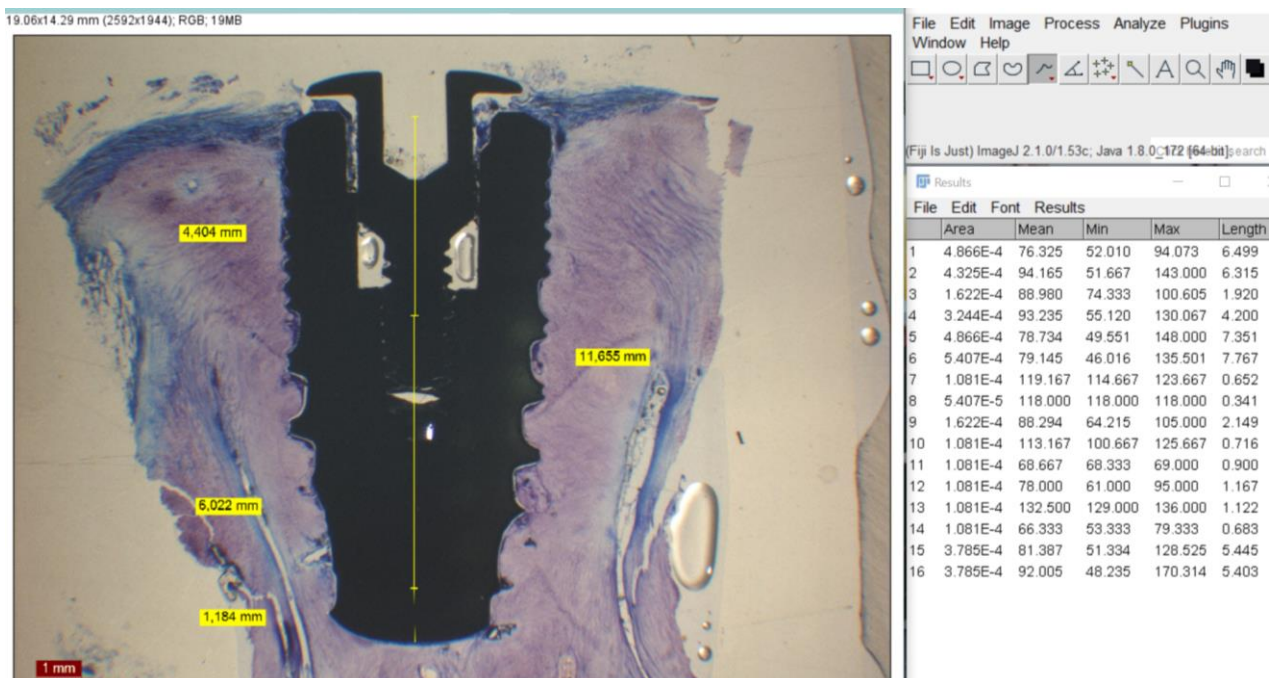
Analyse des Knorpel-Implantat-Kontaktes (KIK) mittels "ImageJ". Analog zur radiologischen Untersuchung mittels des „CT-Analyzer“ wurde das Implantat in drei definierte Abschnitte geteilt. Koronal (4,4 mm) / mittig (6,0 mm) / apikal (bis Apex).
